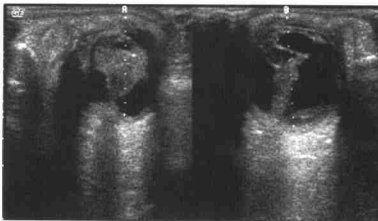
5 期 ROP 的二维超声图像,双眼玻璃体内可见 V 形带状回声与视盘回声相连,前段象花冠状包绕晶状体,向后逐渐变细与视盘回声相连
